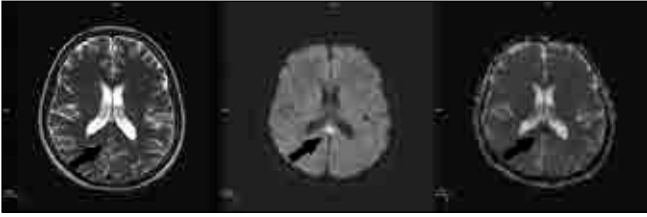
(Olgu 7) Kraniyal MRG tetkikinde aksiyel T2A incelemede korpus kallosum spleniumunda orta hattın solunda siliik sınırlı hiperintens lezyon izlenmektedir(A). Difüzyon ağırlıklı inceleme hiperintens (B) ve ADC haritasında hafif hipointens (C) olarak izlenmekte olup difüzyon kısıtlılığı göstermektedir.
